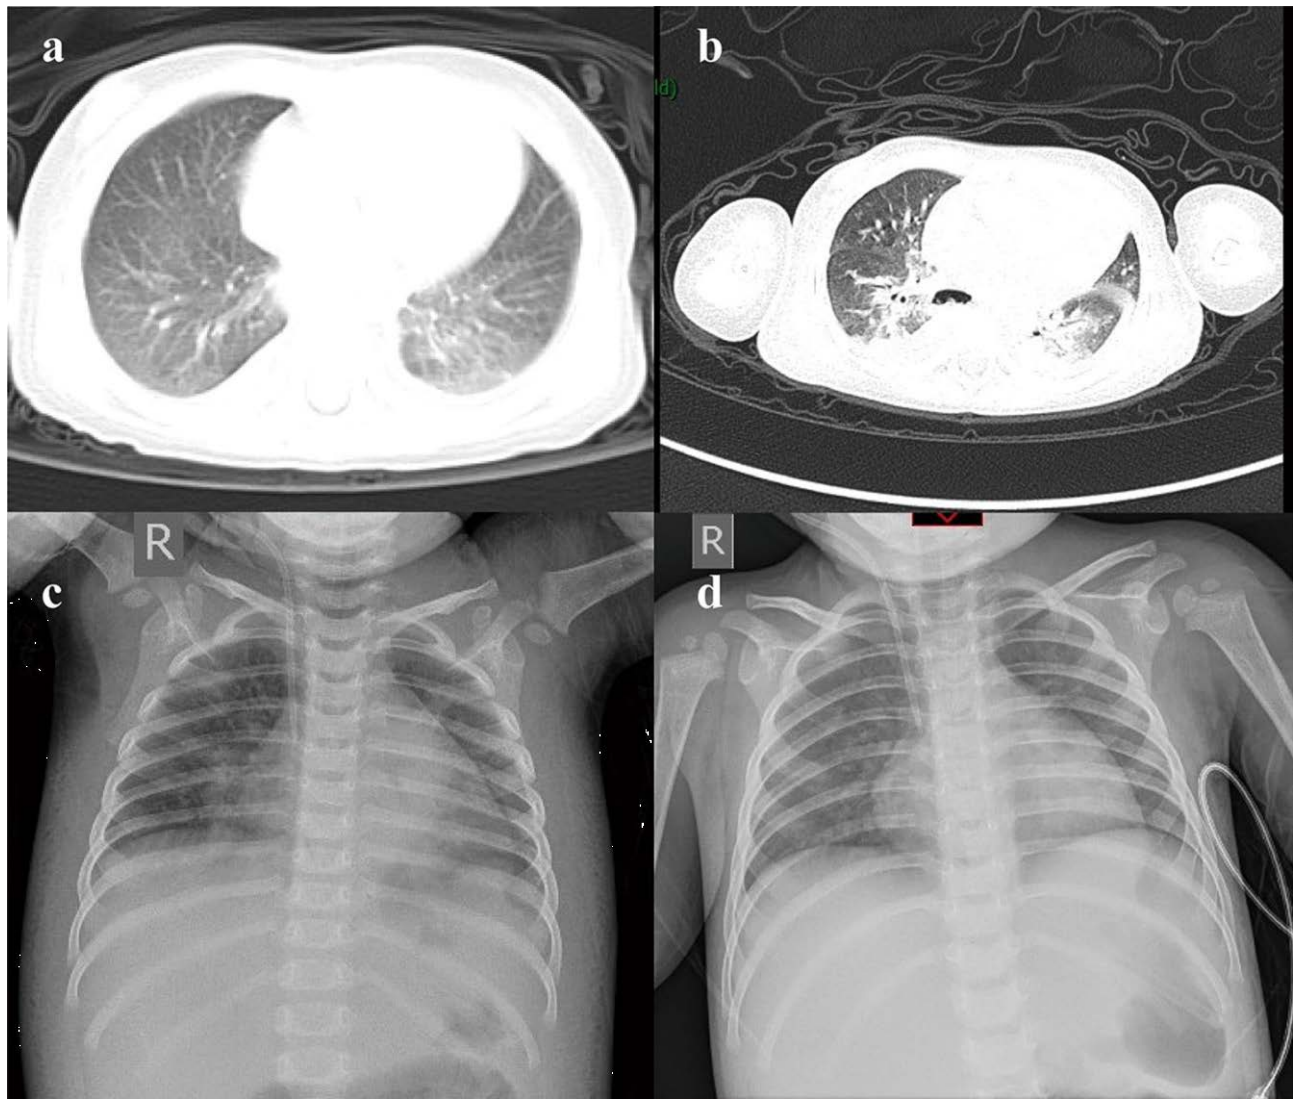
КТ та рентгенографія органів грудної клітки пацієнта № 2.
